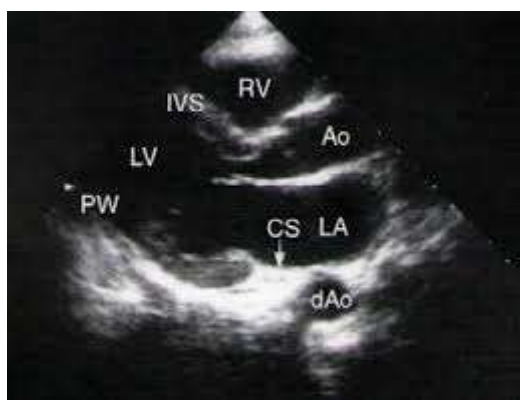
Визуализация левого предсердия на трансторакальной эхокардиографии левый парастернальный доступ.
